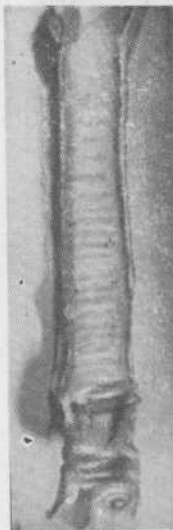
Опыт № 93-А. Рентгенограмма грудной полости через 6 месяцев после операции: *a* — контуры задней стенки трахеи в области трансплантата резко втянуты; *б* — область бифуркации расширена (момент выдоха).
